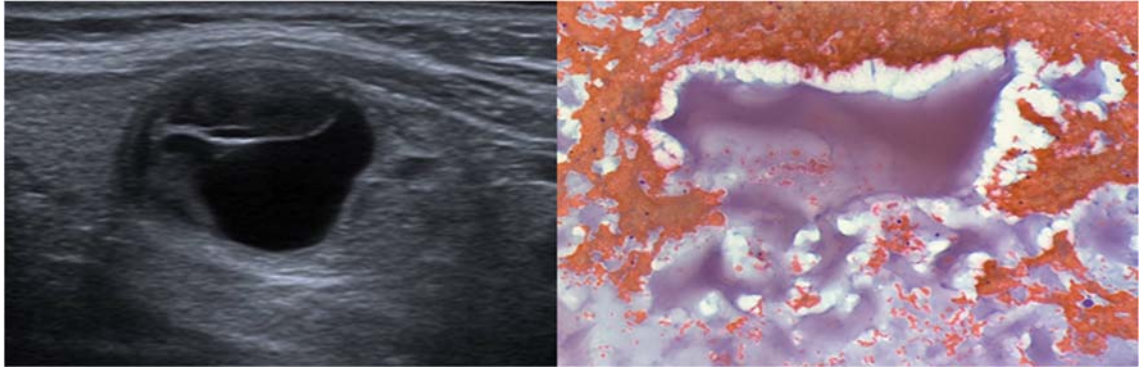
Correlação da ultrassonografia e citologia para nódulo TR2. (a) Plano longitudinal (a) de ultrassonografia modo B, evidenciando nódulo misto com componente sólido isoecogênico, largo, de margens regulares sem focos ecogênicos (ACR TI-RADS 2). Resultado citológico (b): Citologia benigna, compatível com nódulo colóide cístico (Bethesda II)- Papanicolaou, 20x.
